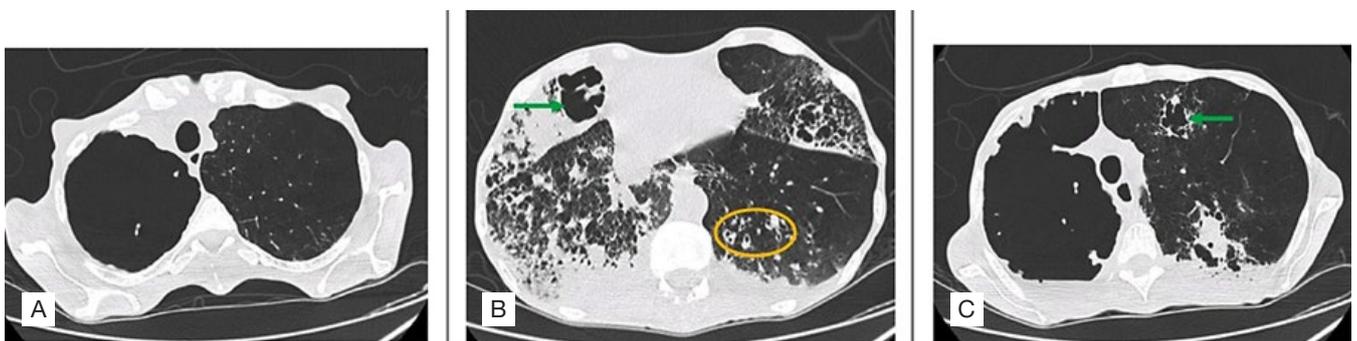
Tomografia computadorizada torácica (cortes axiais). Evidência de destruição dos lobos pulmonares superiores, sobretudo à direita (A). Padrão consolidativo no lobo médio e inferior direitos e algumas áreas de densificação micronodular (B). Marcada heterogeneidade parenquimatosa, com múltiplas imagens quísticas correspondentes a cavitações (seta verde) e bronquiectasias (Círculo laranja) (B e C).
